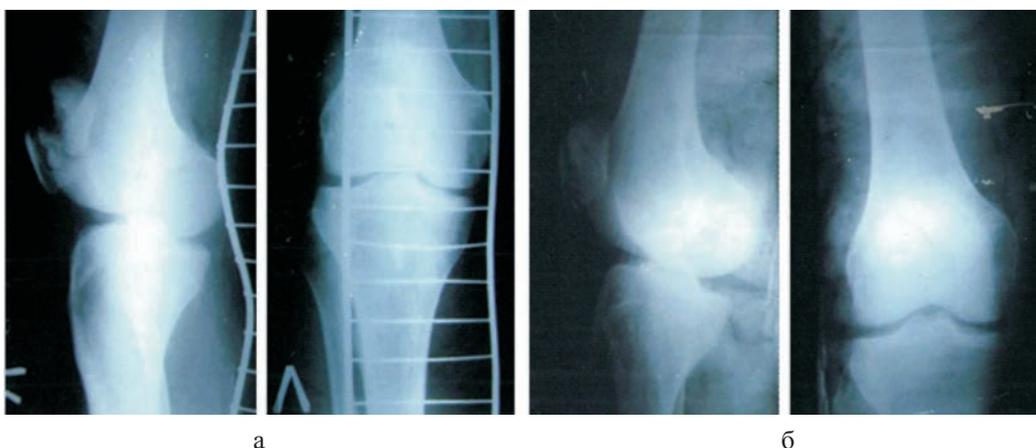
Рентгенограммы: а – после травмы; б – после остеосинтеза
